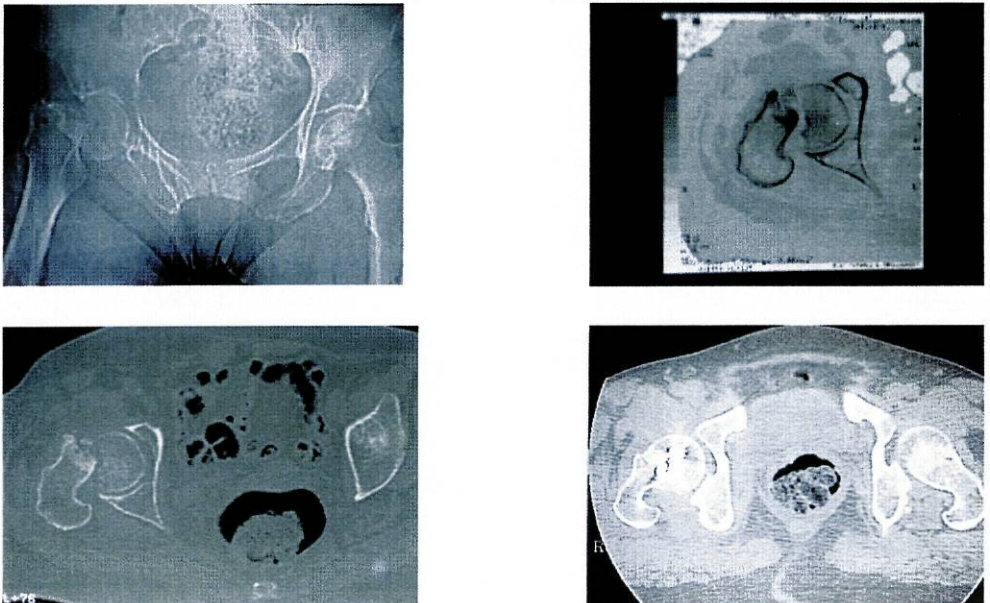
Rx e TAC de fractura do colo do fêmur de outro doente observando-se a rotação externa do fêmur, subida da cabeça femoral e cominuição posterior do colo. TAC de controlo após redução e fixação da fractura com parafusos de titânio.
